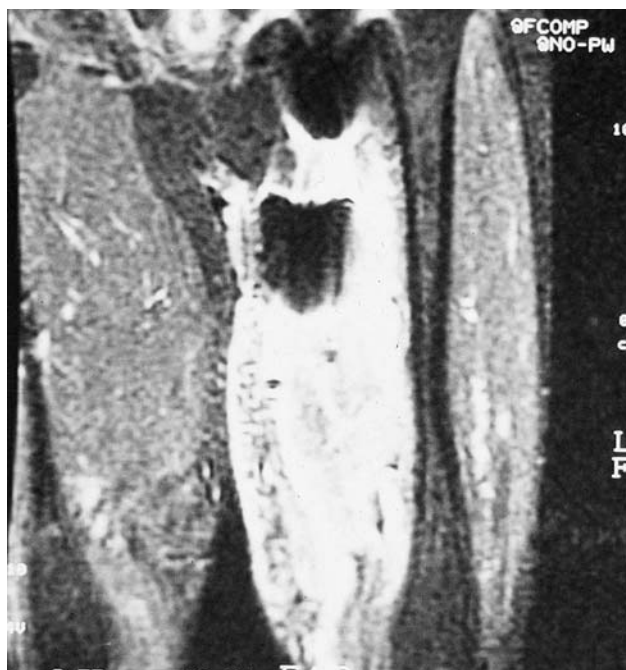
Caso 4. Resonancia nuclear magnética.
